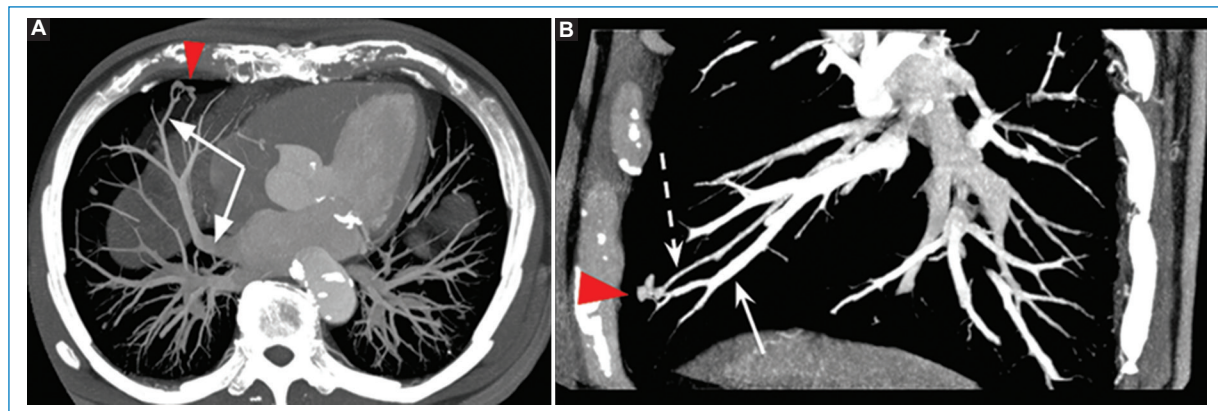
TC de arterias coronarias con MIP en cortes axial (A) y sagital (B). MAV pulmonar. Paciente de 80 años, hipertenso, con episodios de angina. Hallazgo incidental de MAV pulmonar simple en el lóbulo medio (punta de flecha), de pequeño tamaño, con aporte vascular de rama subsegmentaria (flecha blanca discontinua) y drenaje en la vena pulmonar inferior derecha (flecha blanca) de mayor calibre.
